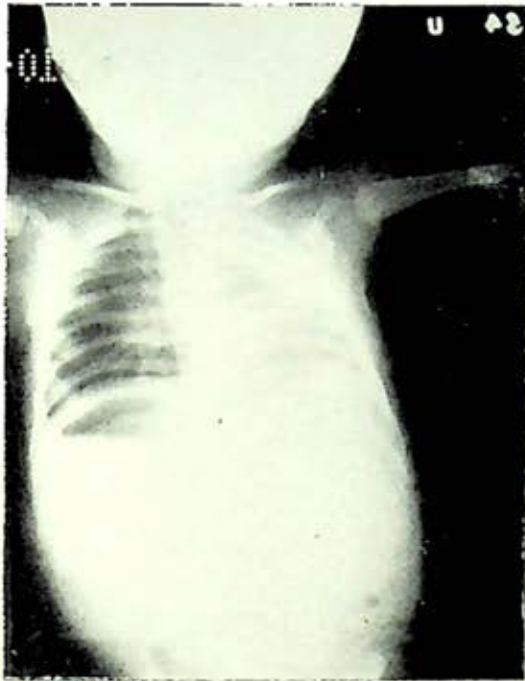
Radiografía simple de hipoplasia pulmonar con desplazamiento mediastinal, hernia mediastinal, hernia pulmonar y disminución de volumen del hemitórax.
